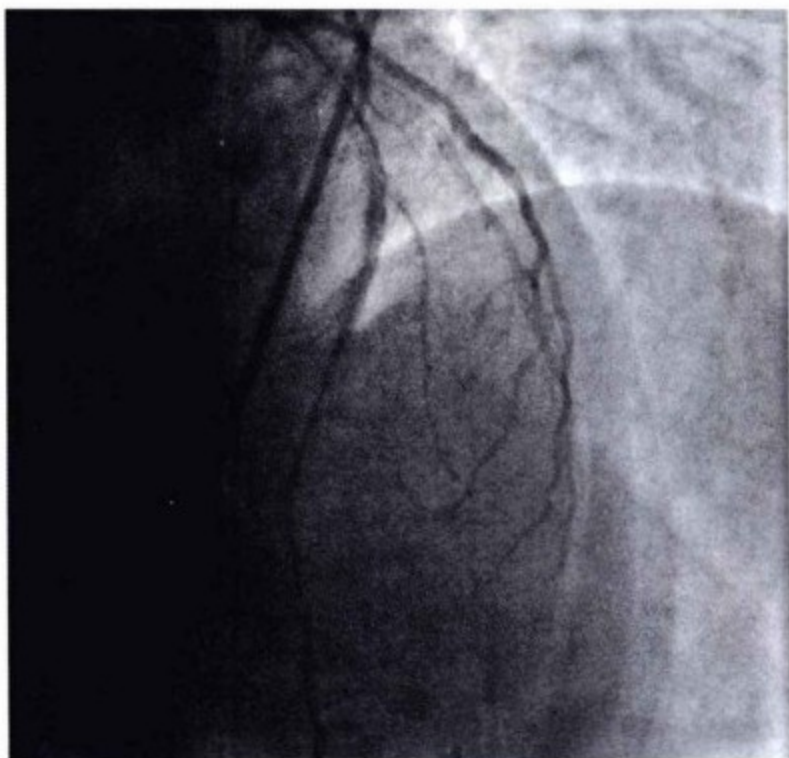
冠状动脉造影透视图(左前斜投照)。明显心包积液(黑色条带,居于两个透亮带之间:心外膜脂肪层和心包脂肪层。由于脂肪对X线衰减系数少而表现为透亮带)。显示这一征象的关键是需经切线位显影,钝缘支的显示更加明确了两个透亮带的解剖位置。心包脂肪层位于钝缘支上。因为冠状动脉破裂造影剂外渗漏入心包腔,使心包积液得以显示。
